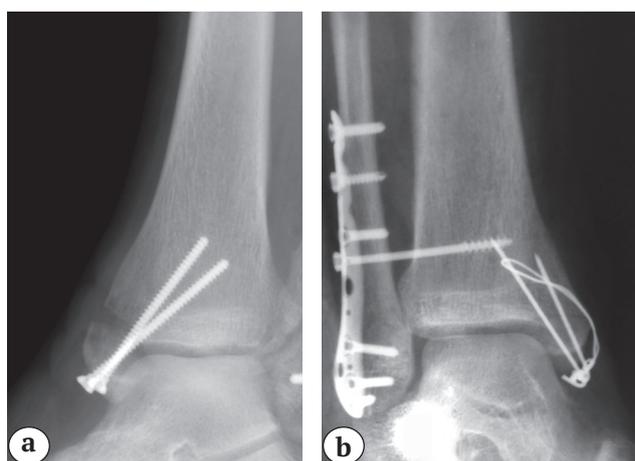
Рентгенограммы медиальной лодыжки после остеосинтеза металлическим винтом: а — раскол и миграция костного фрагмента; б — реостесинтез по Веберу в условиях остеопороза
